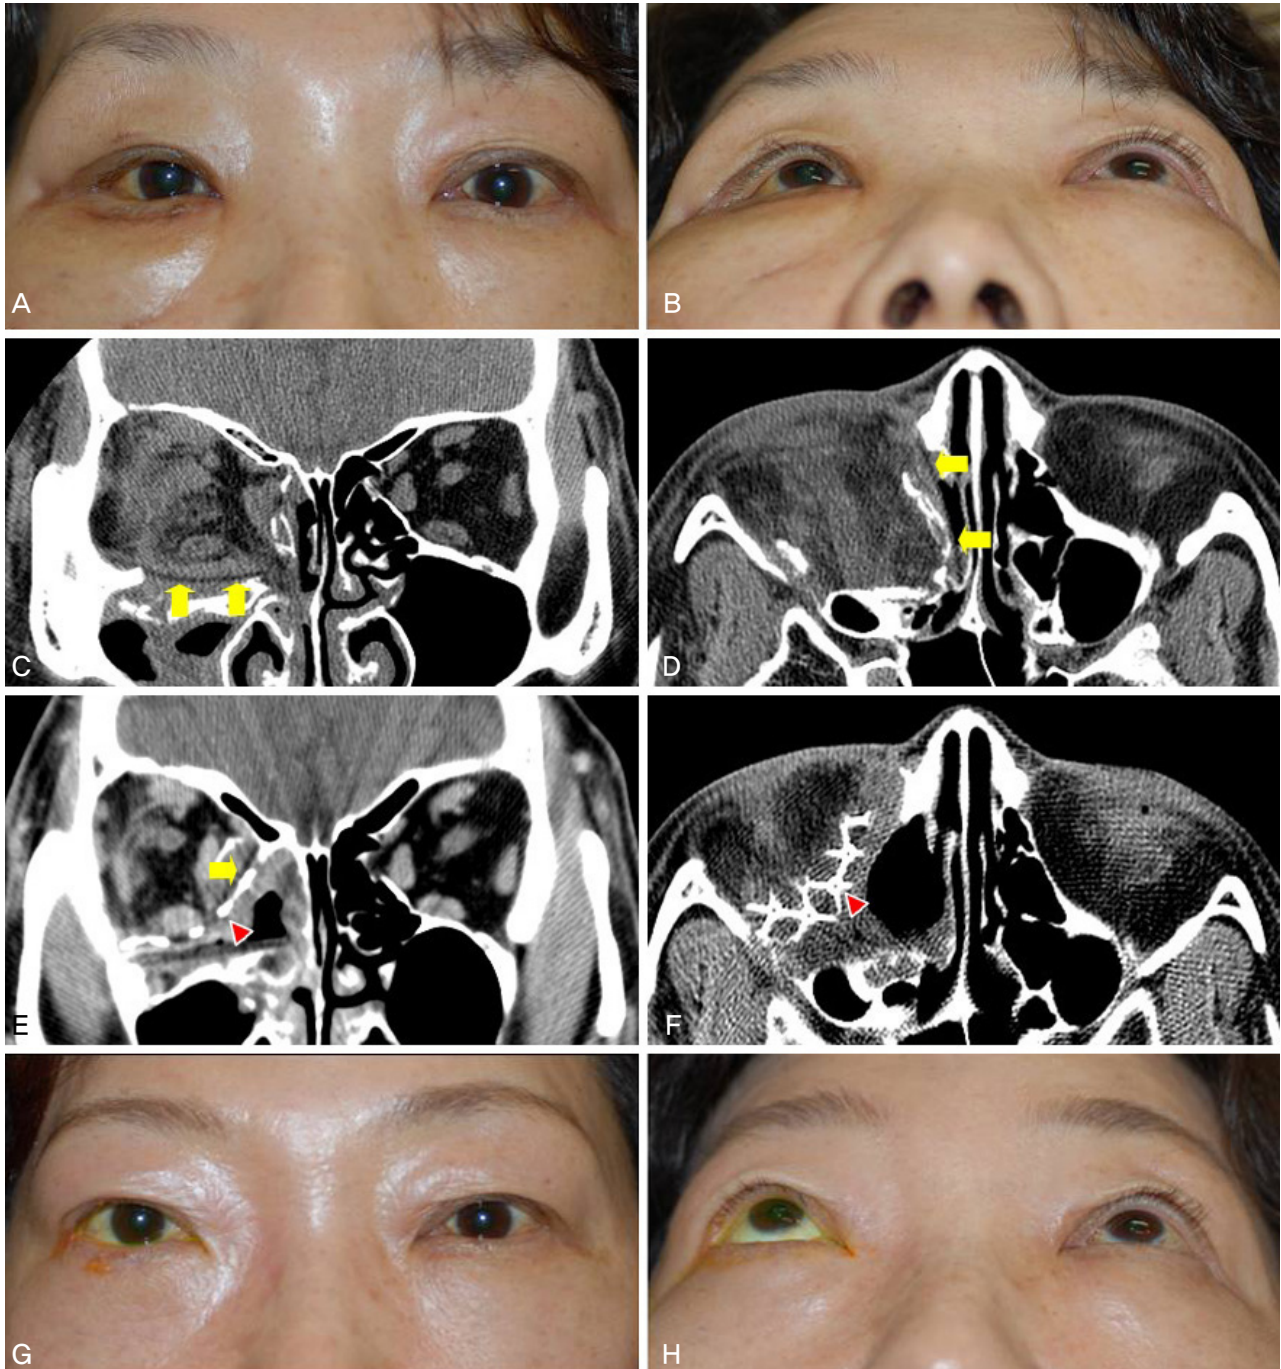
This 20-year-old female presented with facial deformity after a fall 10 days before surgery. (A, B) Note severe enophthalmos (6 mm) on preoperative photographs. Her ocular motility was severely restricted in all directions. (C, D) Preoperative coronal CT scans reveal large inferior and medial wall fractures extending to the posterior portion with two big bony fragments displaced into the adjacent sinuses. (E, F) Postoperative photographs (4 months) demonstrate resolution of enophthalmos. Ocular motility also improved.
